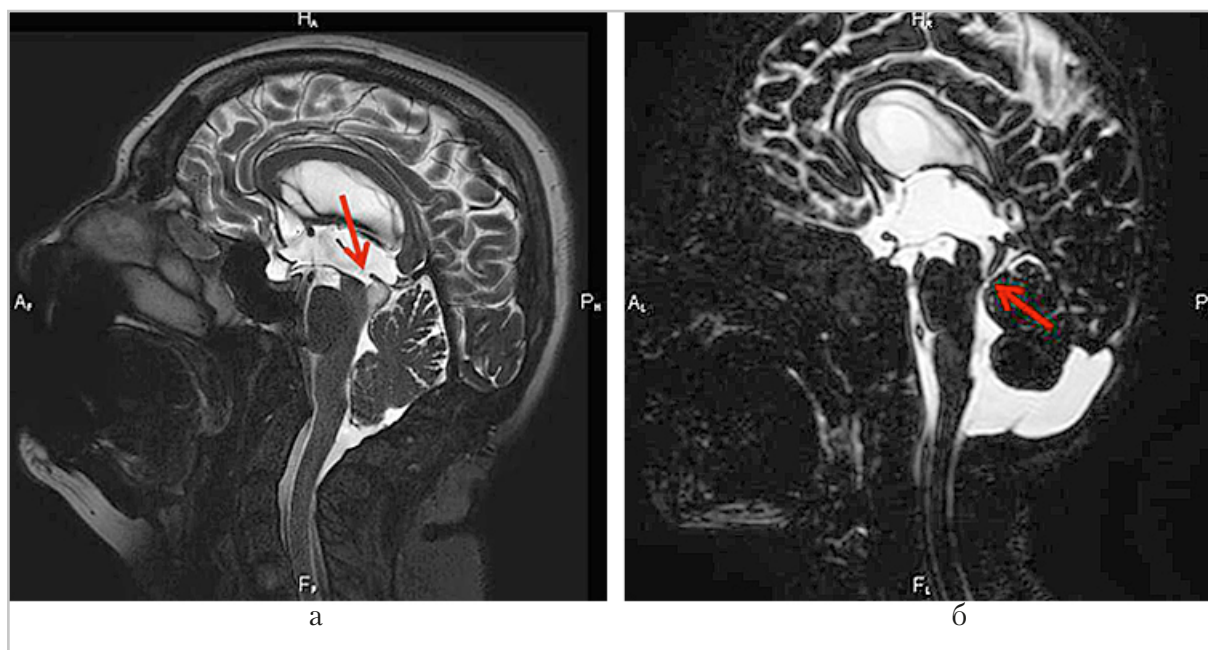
МР-томограммы. Тонкосрезовая методика CSF-DRIVE в сагиттальной плоскости: а — визуализируется объемное образование пластинки четверохолмия с полным блоком току ликвора на уровне водопровода мозга (стрелка); б — выраженное сужение дистальных отделов водопровода мозга у ребенка с гидроцефалией (стрелка)
